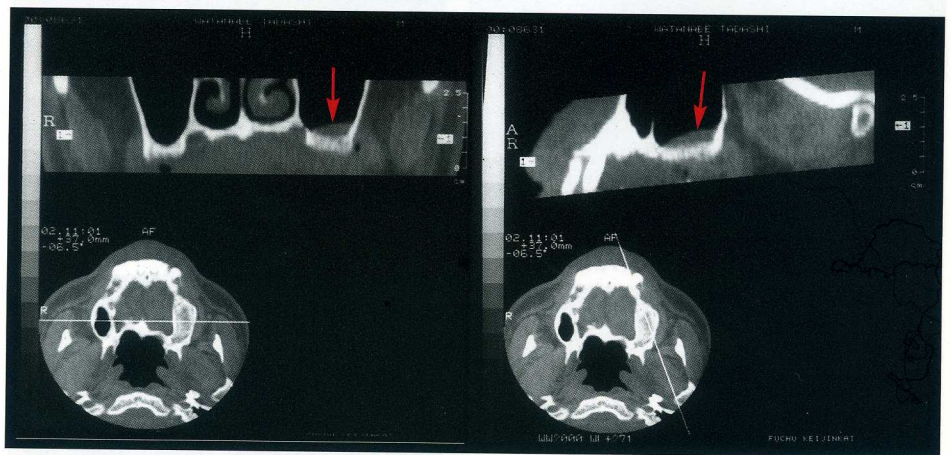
術前CT検査。上顎左側上顎洞底部に約5mm幅の部分的な洞粘膜肥厚像が見られた(矢印)。
